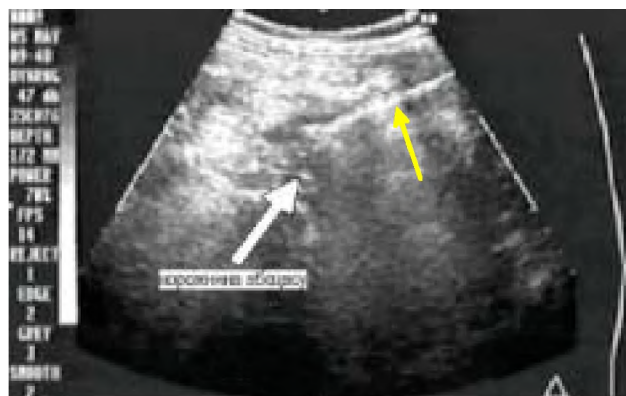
Ехотомограма. Дренування порожнини гнійника під контролем УЗД. Стilet в порожнині гнійника (чорна стрілка).
